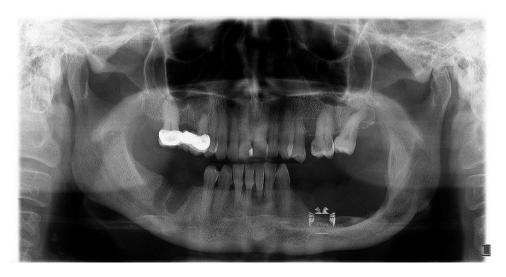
Ortopantomografía del paciente. Fuente: Archivo de la Clínica de Patología Bucal DEPel.
